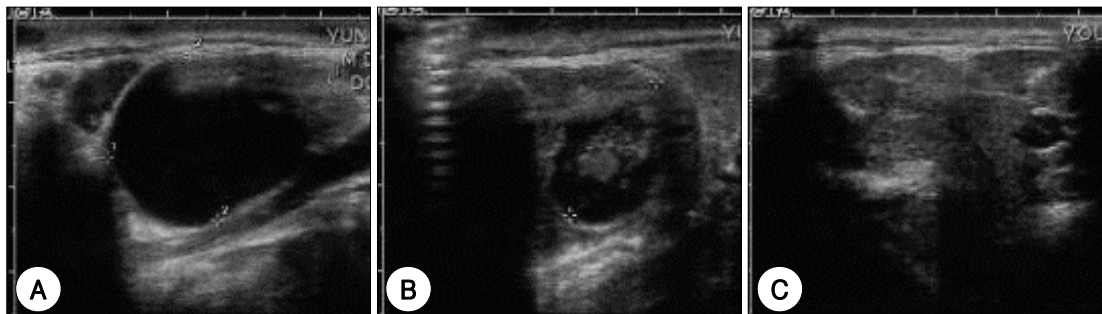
Case 6. A : Initial neck sonogram shows a ranula at the right sublingual space. B : Follow-up sonogram 1 month after first sclerotherapy shows residual cystic portion. C : Follow-up sonogram 1 month after second sclerotherapy shows complete response.
